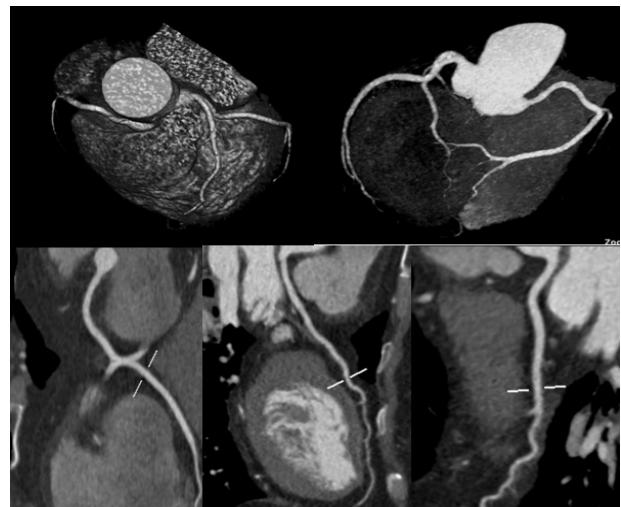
Reconstruction image in coronary CTA
